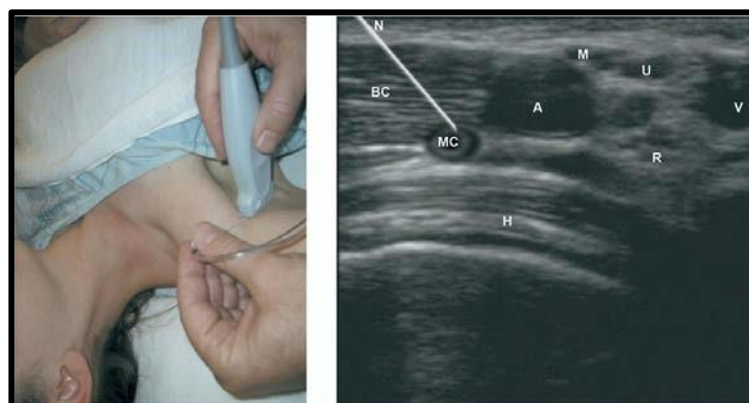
échographie du bloc axillaire [87].
